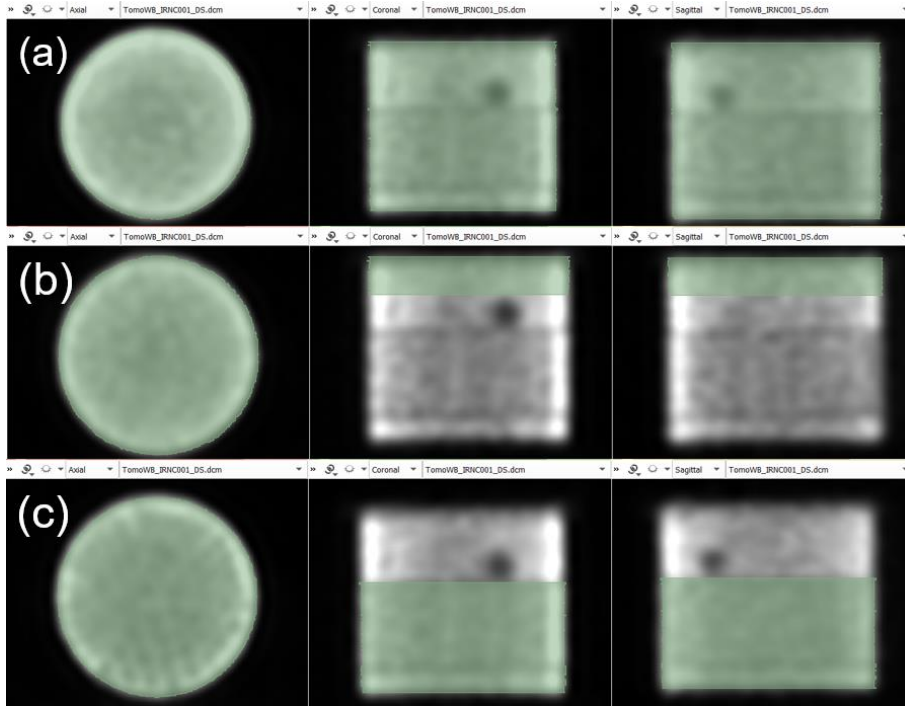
Máscaras aplicadas às imagens SPECT do Jaszczak para determinação da taxa de contagens por unidade de atividade nas diferentes secções do fantoma: (a) volume total; (b) secção uniforme; (c) secção que contém as *rods* “frias”.
